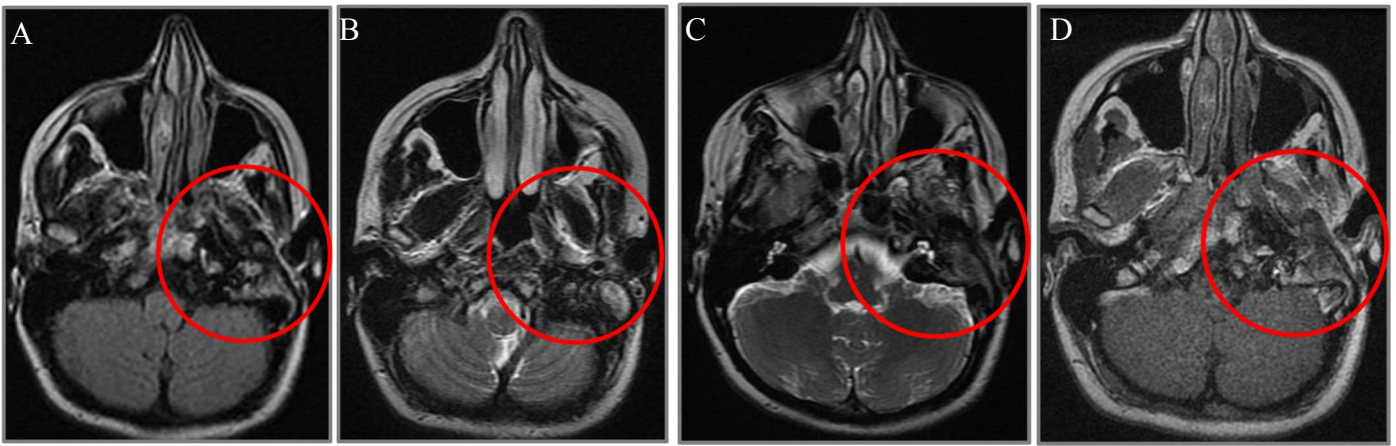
RMN-ouvidos, cortes axiais em T2 FLAIR (figura 2a), T2 FRFSE (figuras 2b y 2c) e T1 FSE (figura 2d); preenchimento do canal auditivo externo a sugerir a presença de colesteatoma.
